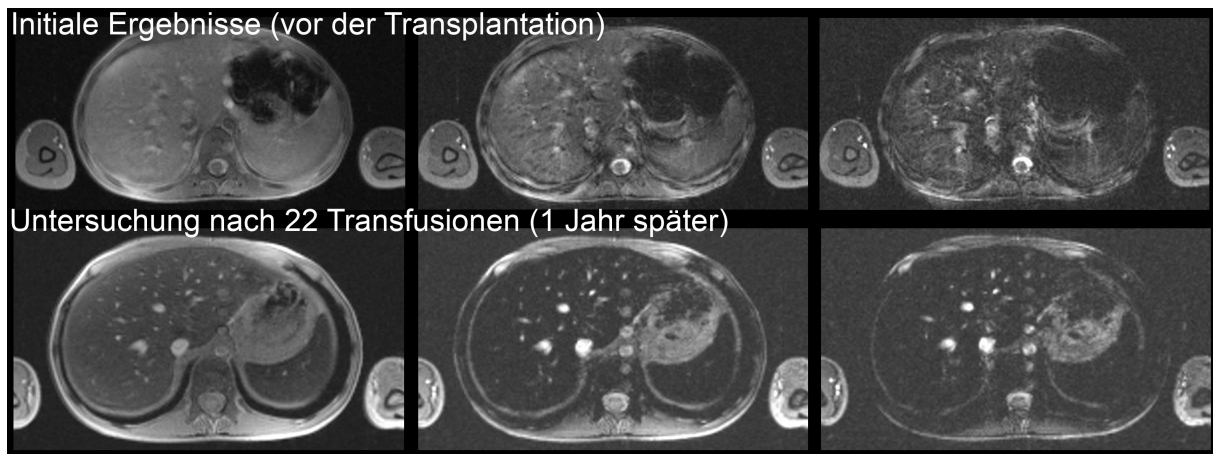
Axiale Abdomen-MRT (T2\*-gewichtete GRE-Sequenz) von einem Jungen (initial 7 Jahre) vor der SZT (obere Reihe) sowie nach einem Jahr (untere Reihe). Es zeigt sich eine stark verkürzte T2\*-Zeit (18,8 ms oberere Reihe vs. 5,6 ms untere Reihe) sowie ein stark hypointenses Leberparenchym nach 22 Bluttransfusionen in der zweiten Messung aufgrund des schnelleren Signalzerfalls bei höherer Eisenbeladung (untere Reihe).
